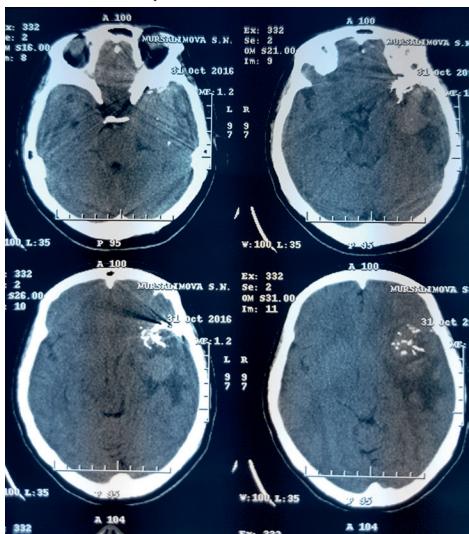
КТ головного мозга после эмболизации. Эмболизирующий агент в строме опухоли и в области ее матрикса, очаги некроза опухоли.
